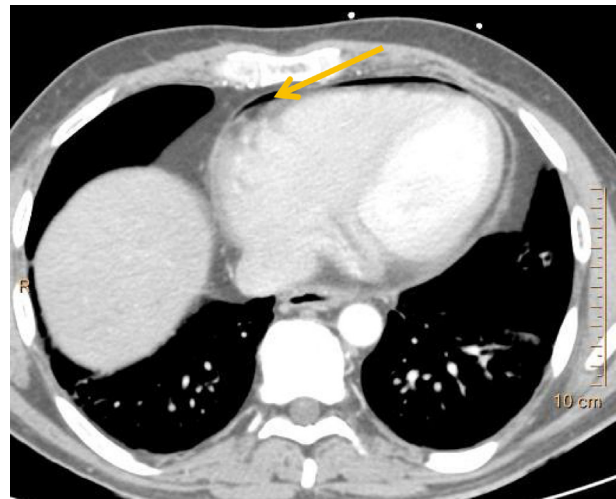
TDM thoracique avec injection de produit de contraste : absence d'épanchement pleural, d'empyème thoracique, de pneumothorax ou de pneumopéritoine ; présence de bulles d'air dans le péricarde (flèche jaune).
